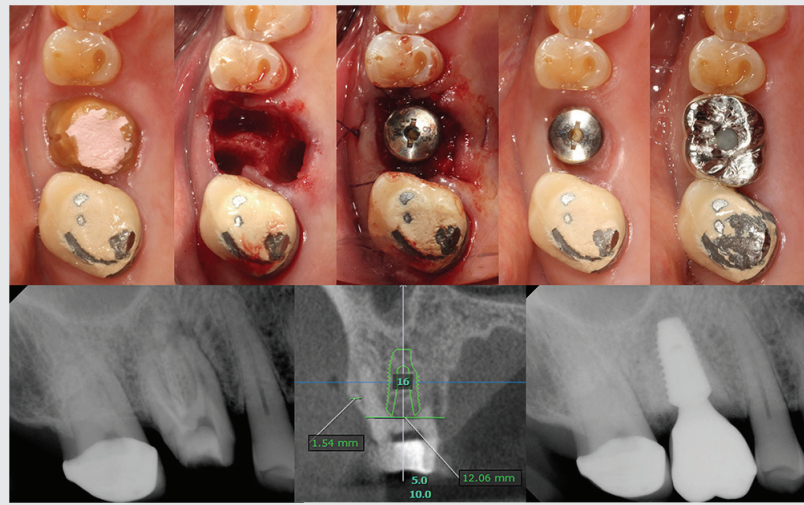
Clinical photographs and radiographs of Case 1 with commercial healing abutment (HA) connection after immediate implantation.
